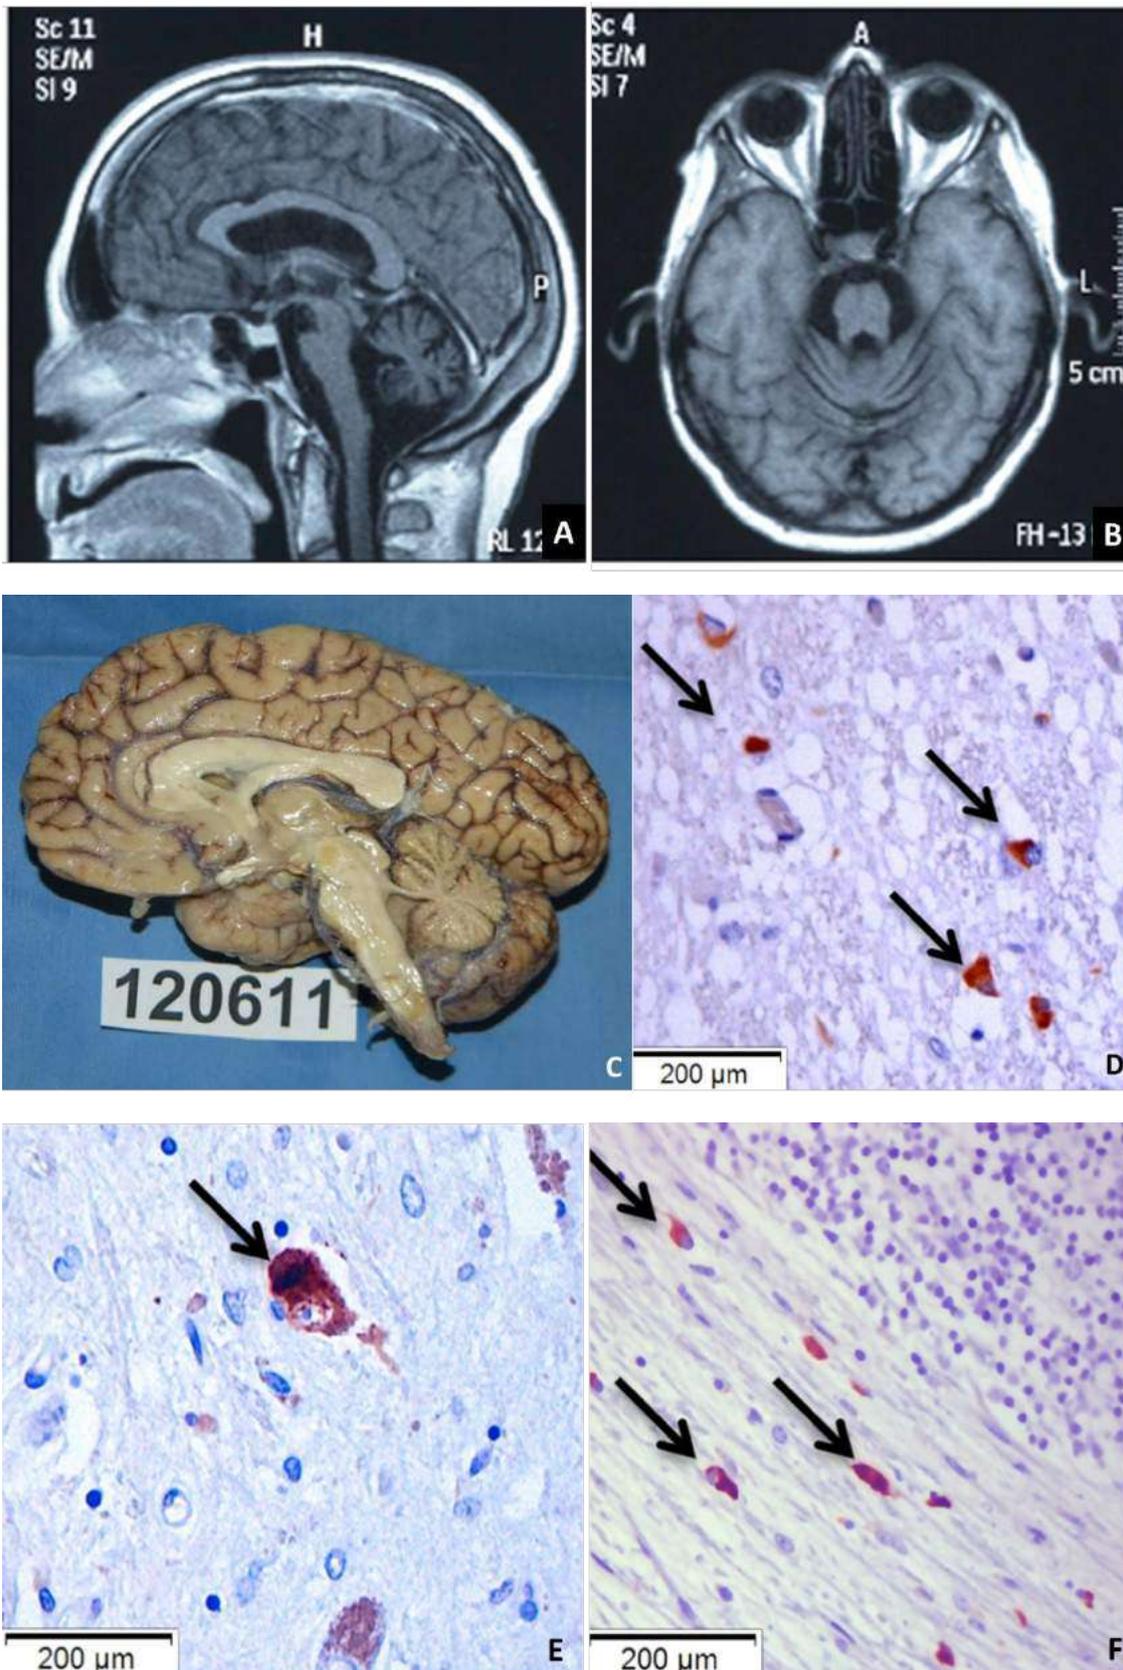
Parkinsonismo atípico – atrofia de múltiplos sistemas. A e B: RM na sequência T1WI nos planos sagital e axial mostrando atrofia de ponte, bulbo e cerebelo. C: exame macroscópico do encéfalo do caso demonstrado em A e B. D e E: Técnica imuno-histoquímica para anticorpo anti- α -sinucleína demonstrando as inclusões citoplasmáticas gliais em oligodendrócitos. D. inclusões perinucleares; e E. na ponte; F: inclusões positivas para o anticorpo anti- α -sinucleína em oligodendrócitos localizados na substância branca de cerebelo.
